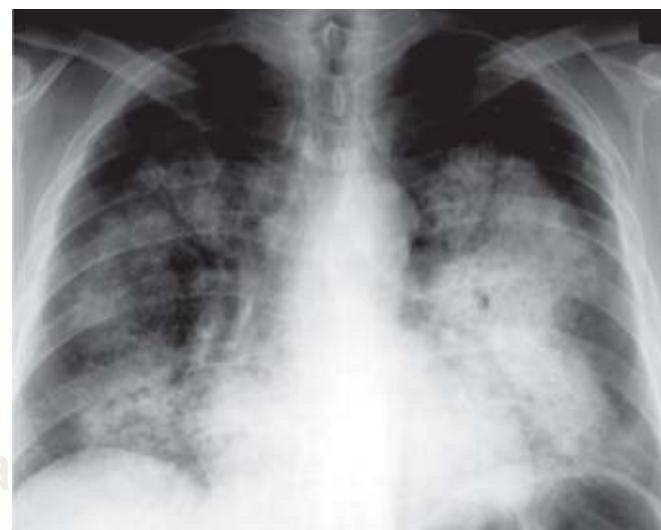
Radiografía de tórax, muestra ocupación alveolar en forma de parches en ambas bases.
